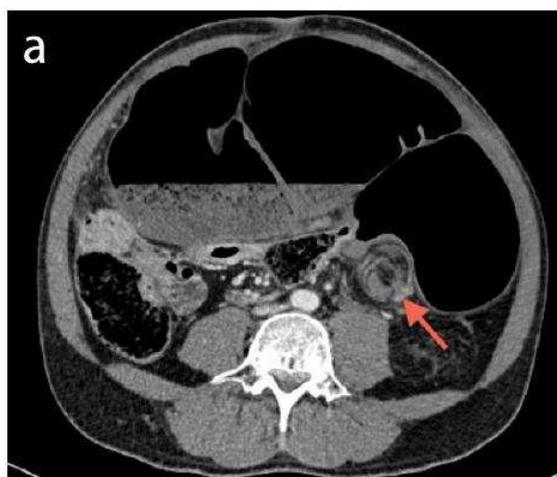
(a) TC corte axial y (b) TC coronal muestran el "twisting" (flechas) del mesosigmoide.
